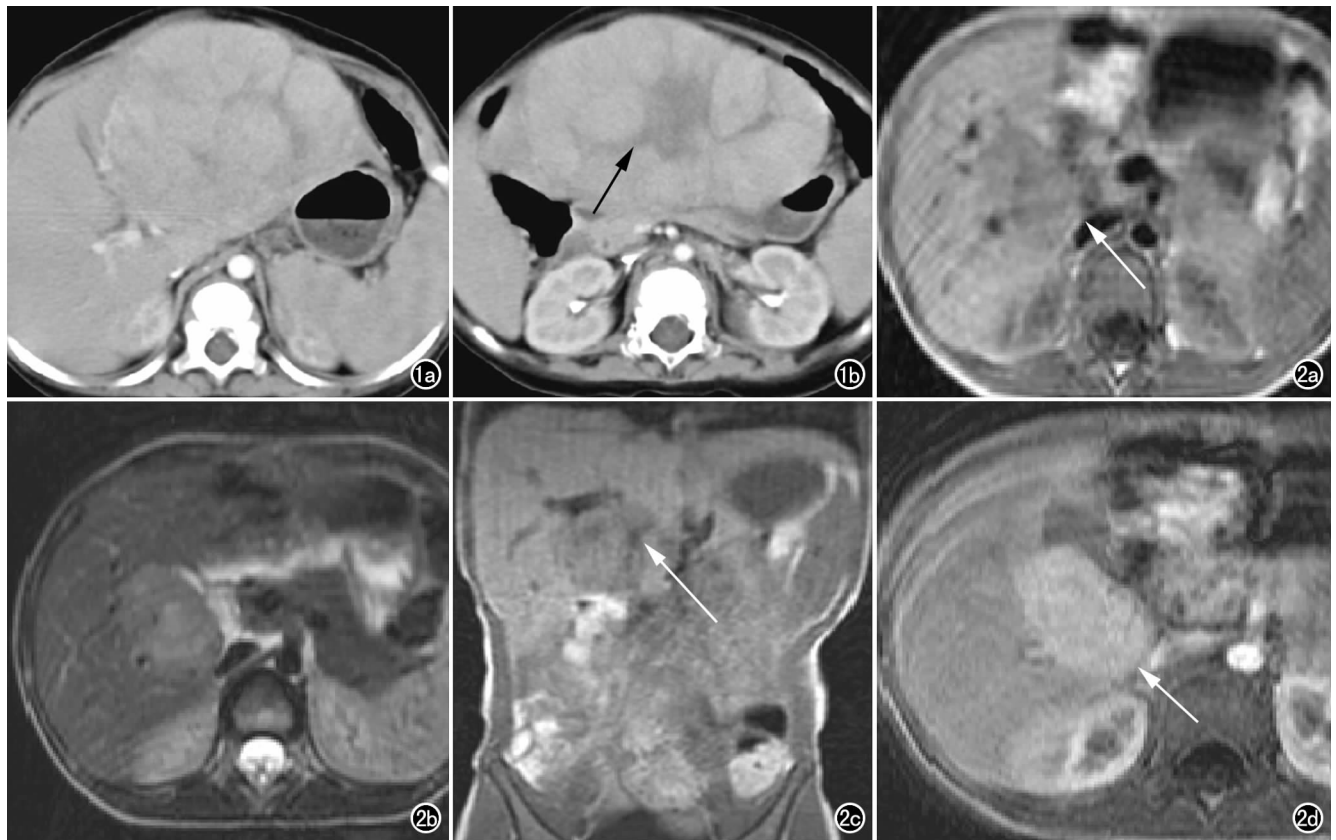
女, 7 岁。间断腹痛、腹胀半年。a) CT 增强扫描动脉期示肝左叶一巨大肿块影, 实性部分明显强化; b) CT 增强扫描延迟期示病灶内部低密度未强化中心瘢痕(箭)。图 2 男, 5 岁, 腹部外伤后腹痛。a) T₁WI 示肝右叶近肝门区稍低信号病变(箭); b) 轴面 T₂WI 示肝内病变呈稍高信号; c) 冠状面 T₁WI 示中心瘢痕呈更低信号(箭); d) 轴面 T₁WI 增强扫描门脉期示病变呈明显均匀强化(箭)。
